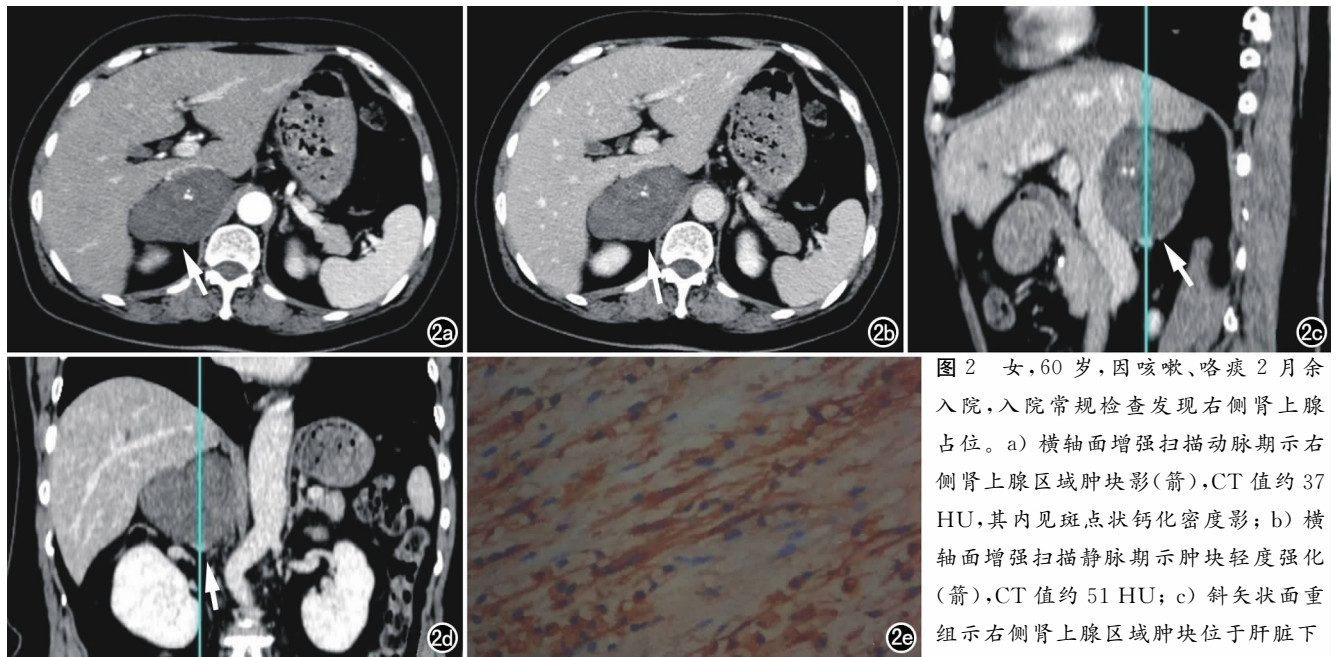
女,60岁,因咳嗽、咯痰2月余入院,入院常规检查发现右侧肾上腺占位。a)横轴面增强扫描动脉期示右侧肾上腺区域肿块影(箭),CT值约37HU,其内见斑点状钙化密度影;b)横轴面增强扫描静脉期示肿块轻度强化(箭),CT值约51HU;c)斜矢状面重组示右侧肾上腺区域肿块位于肝脏下
